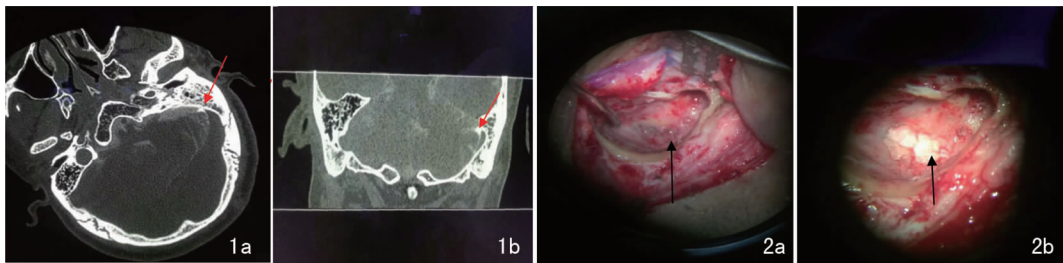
CT 脑池造影(箭头为漏口位置) 1a:水平位; 1b:冠状位 图 2 术中所见(箭头为漏口位置) 2a:漏口修补前; 2b:漏口修补后
